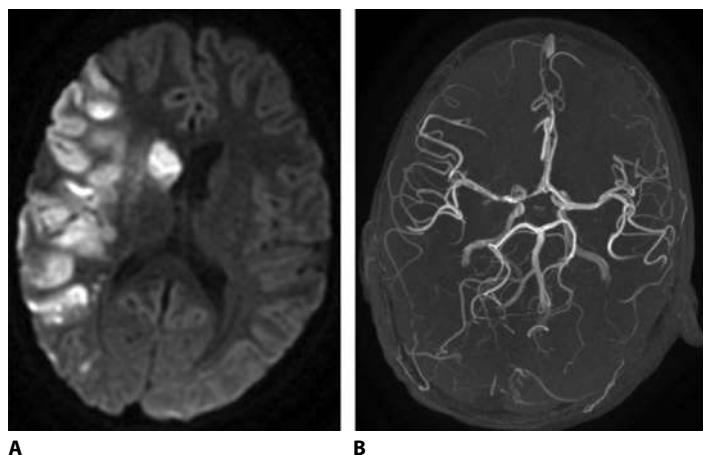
Пациент М.: А – МРТ (после тромбэкстракции, 2-е сутки), DWI-режим: в лобно-височной области сохраняется обширная зона цитотоксического отека – ишемия. В – МР-ангиография: в режиме 3D-TOF – на МР-ангиограммах кровообращение по правой средней мозговой артерии прослеживается
